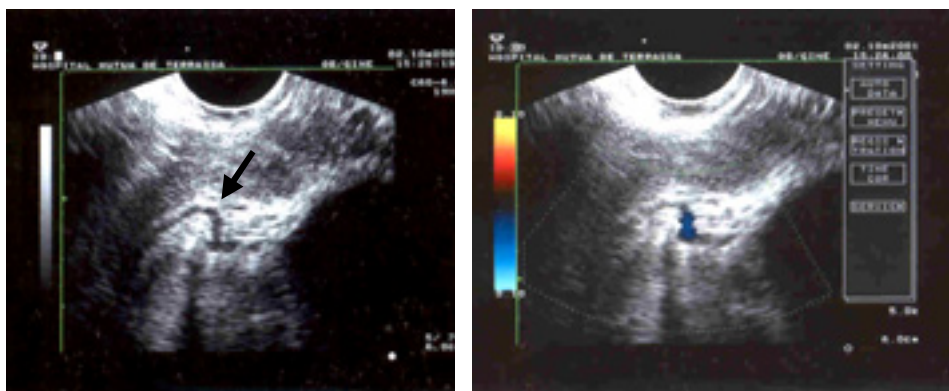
Con la imagen doppler-color podemos identificar la vascularización.
